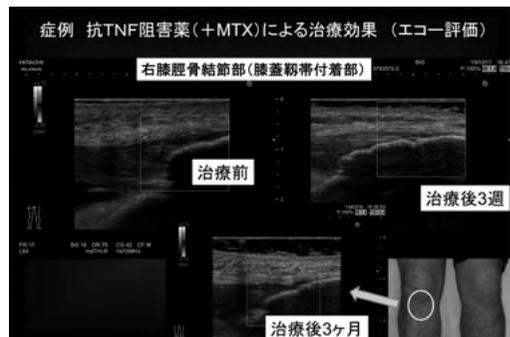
PsAの靭帯附着部炎の治療経過(エコー評価)
